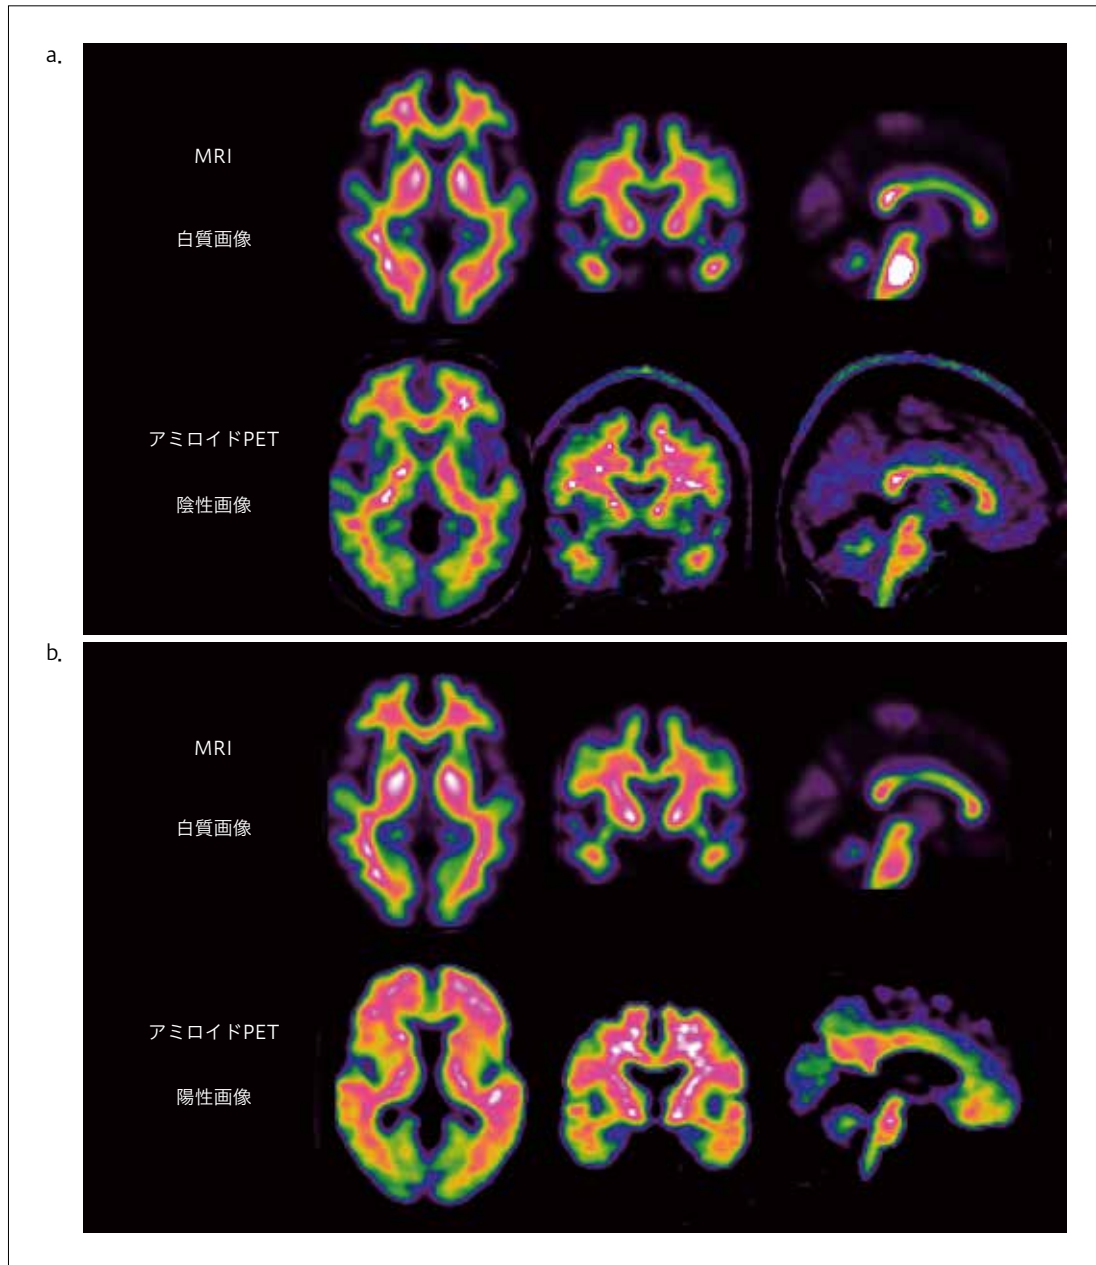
MRI 白質画像とアミロイド PET 陰性および陽性画像の比較
